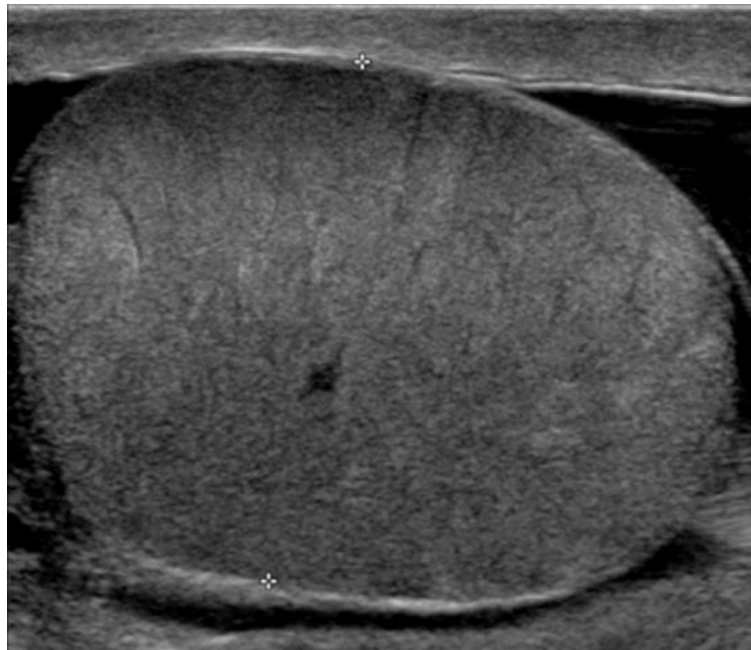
(d'après ⁽⁷¹⁾) : Orchi-épididymite. Échographie mode B : testicule hypertrophié au parenchyme homogène, finement strié.
